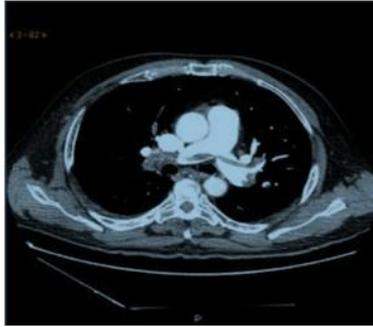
Angiotomografía mostrando TEP bilateral con trombo acabalgado.²⁵
